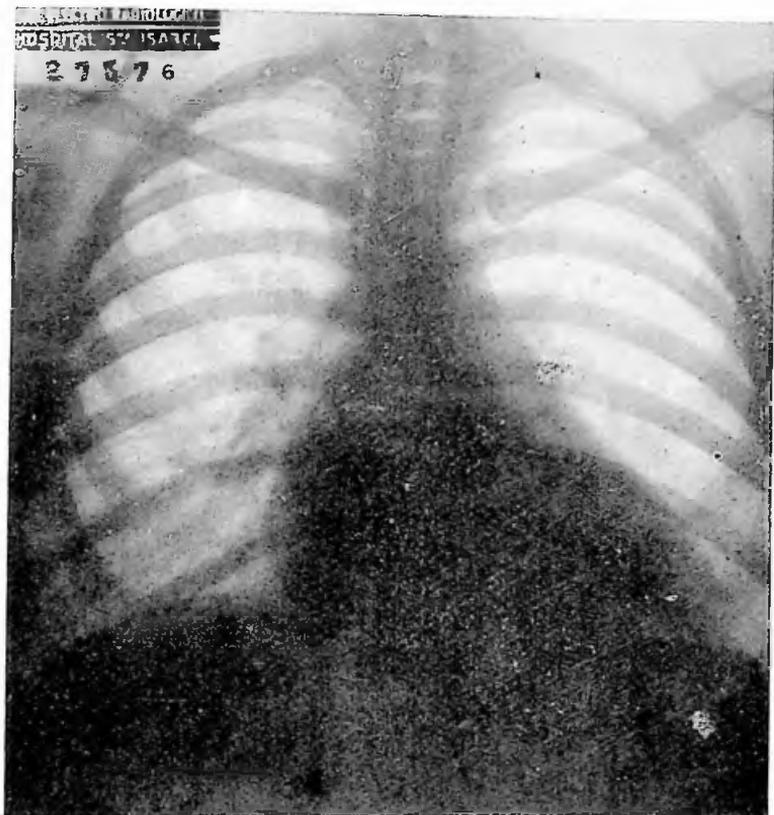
Obs. XVII: Tele-radiografia do tórax, em 10-10-946.
